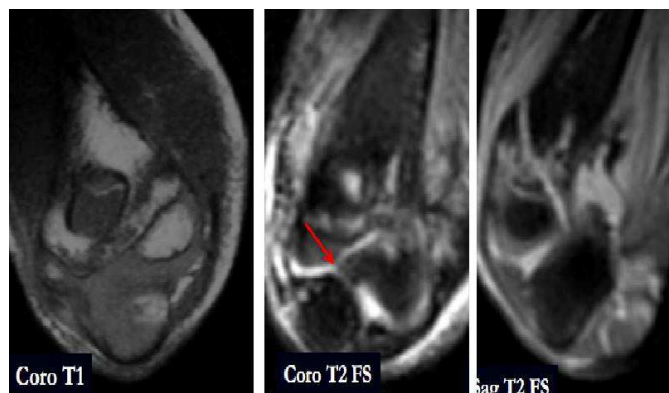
Coupe IRM: trait de fracture métaphyso-épiphysaire qui s'étend au cartilage articulaire.[56]
